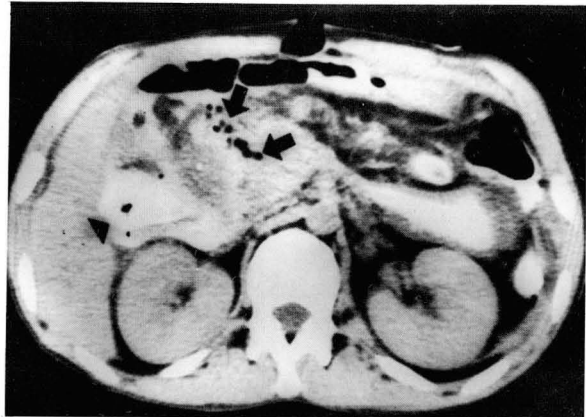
Preenhance CT scan shows multiple extraluminal air bubbles anterior to focally enlarged pancreas head (arrows) and extravasated orally ingested contrast media into anterior pararenal space (arrow head) from associated duodenal injury. The patient was expired 14 days after trauma due to sepsis.
